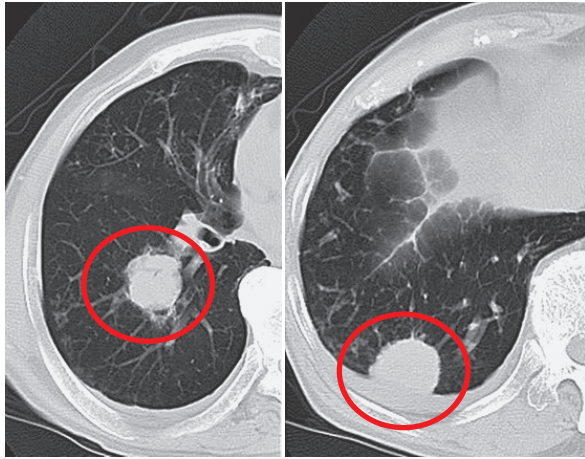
入院2年前の胸部CT. 右S6に2 cm (左丸囲み), 右S10に3 cm (右丸囲み)の結節影がある.
